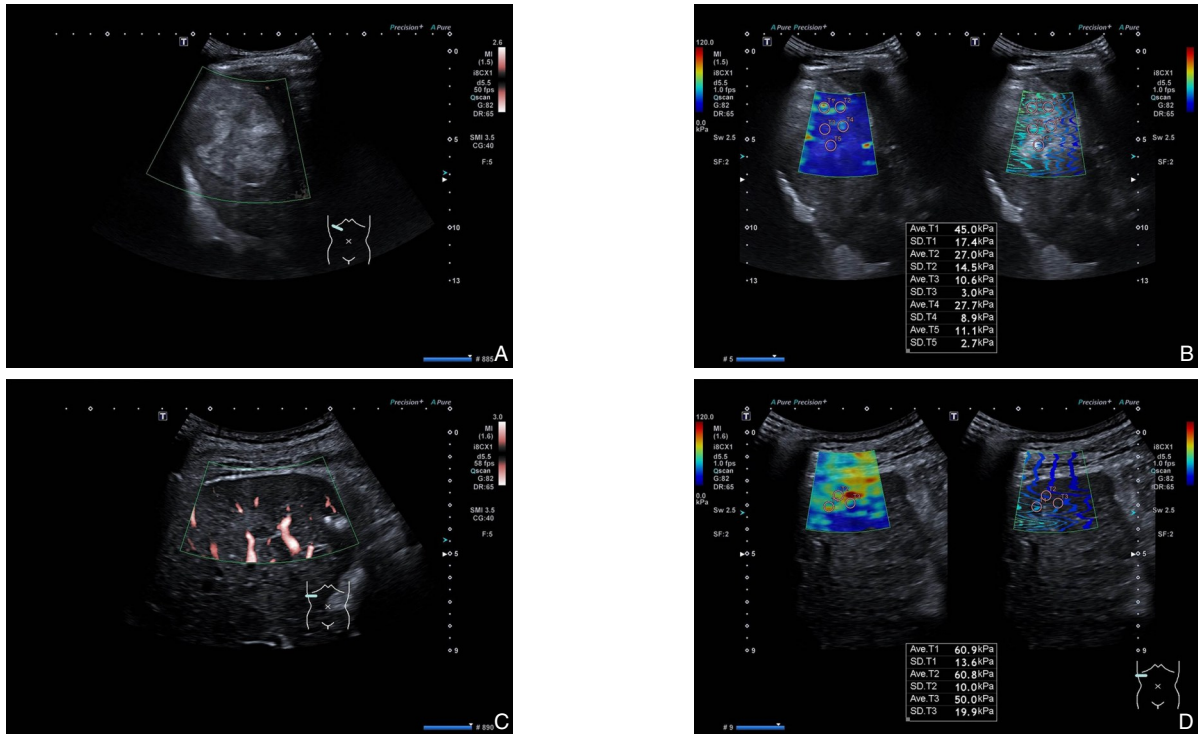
典型无复发与复发病例超声特征 A-B: 56岁男性无复发患者, 确诊肝硬化肝癌7个月, TACE-RFA序贯治疗术后6个月超声检查显示, 肝右叶见6.6 cm×5.6 cm高回声病灶, SMI示病灶内部及边缘无明显血流信号, Emean为24.3 kPa; C-D: 62岁男性复发患者, 确诊肝硬化肝癌1年, TACE-RFA术后6个月超声检查显示, 病灶大小1.8 cm×1.4 cm, 边界清、形态不规则、内回声不均, SMI见病灶内线样血流信号, Emean为57.2 kPa
